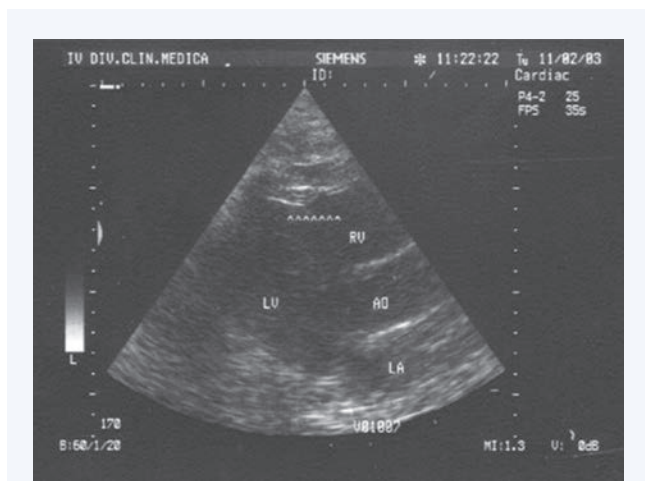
Эхокардиографическое изображение эпикардиальной жировой ткани (белые стрелки) [17]
